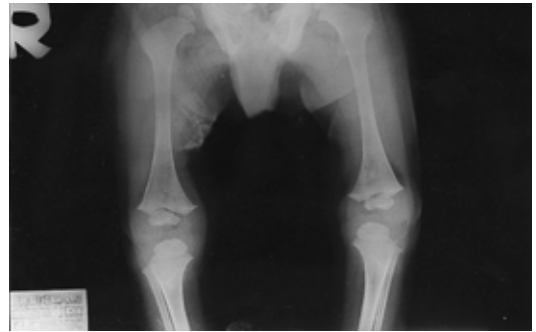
Radiograph of the pelvis at the age of 3 months shows advanced skeletal maturation in the proximal femur, distal femur and proximal tibia.
